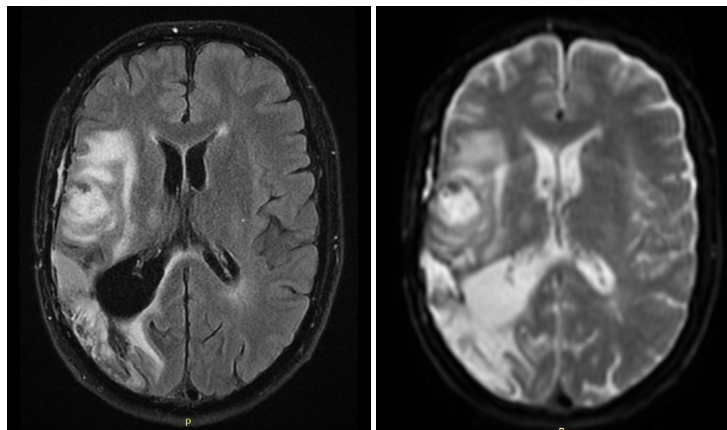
RM CE 05/06/2019 (A-B: FLAIR axial, Difusão axial).
